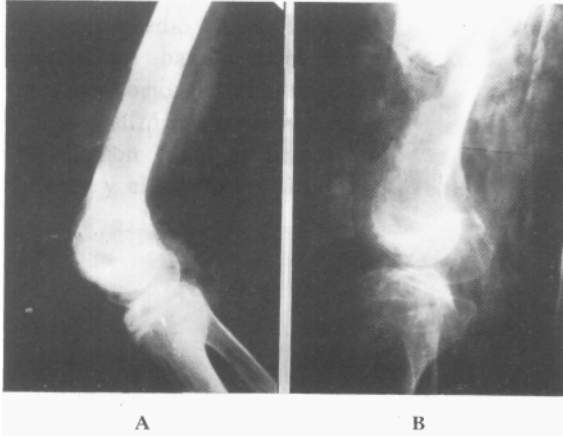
A) Radiografía de perfil que ilustra una extensa lesión lítica supracondílea de fémur en una paciente portadora de un carcinoma de vejiga tratada con radioterapia local. B) Radiografía que muestra una fractura patológica de dicha lesión, originada por el compromiso cortical anterior.
